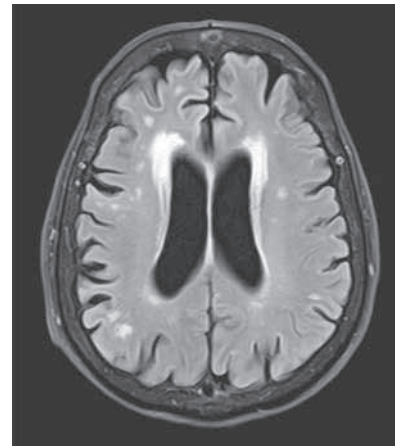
Единичные очаговые изменения белого вещества головного мозга, лейкоареоз у передних рогов боковых желудочков по типу «шапочек» (МРТ-изображение в режиме T1)
